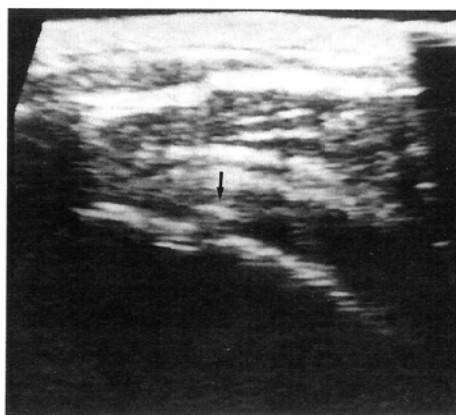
(B) Sonography shows a hyperechoic area (arrow) in the rotator cuff.
